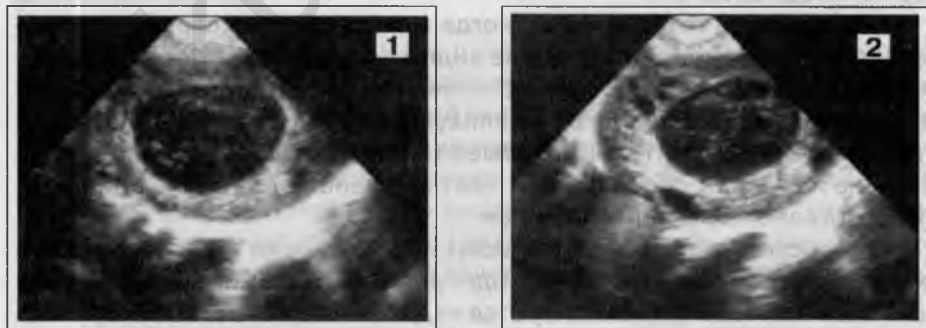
Небольшая эндометриоидная киста, выявленная при ТВ-УЗИ.
